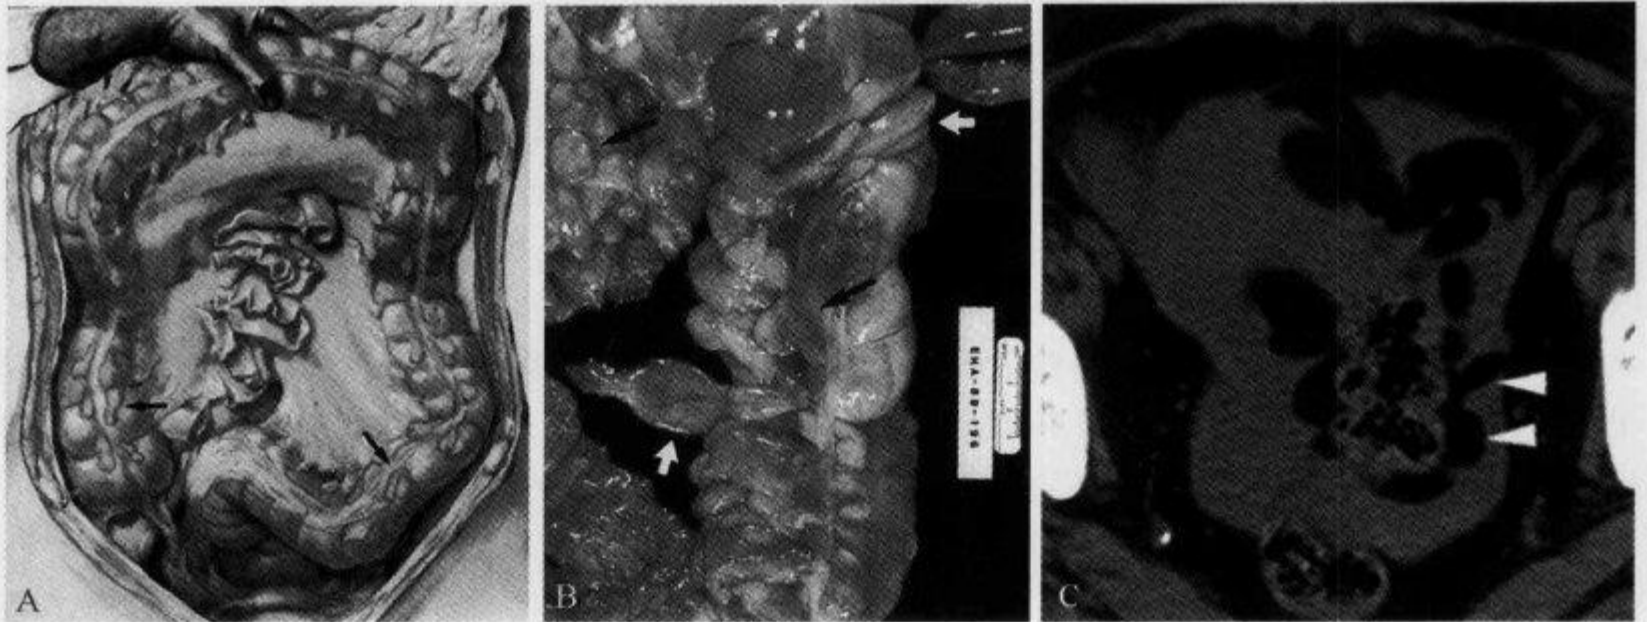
标本图片及腹部 CT 平扫示正常肠脂垂
